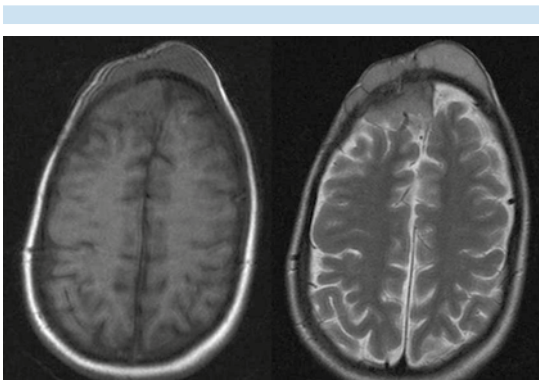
Resonancia magnética ponderada en T1 y T2, cortes axiales: lesión isointensa en relación con la sustancia gris, con componentes en tejidos blandos, hueso y en el compartimento meníngeo/epidural.
